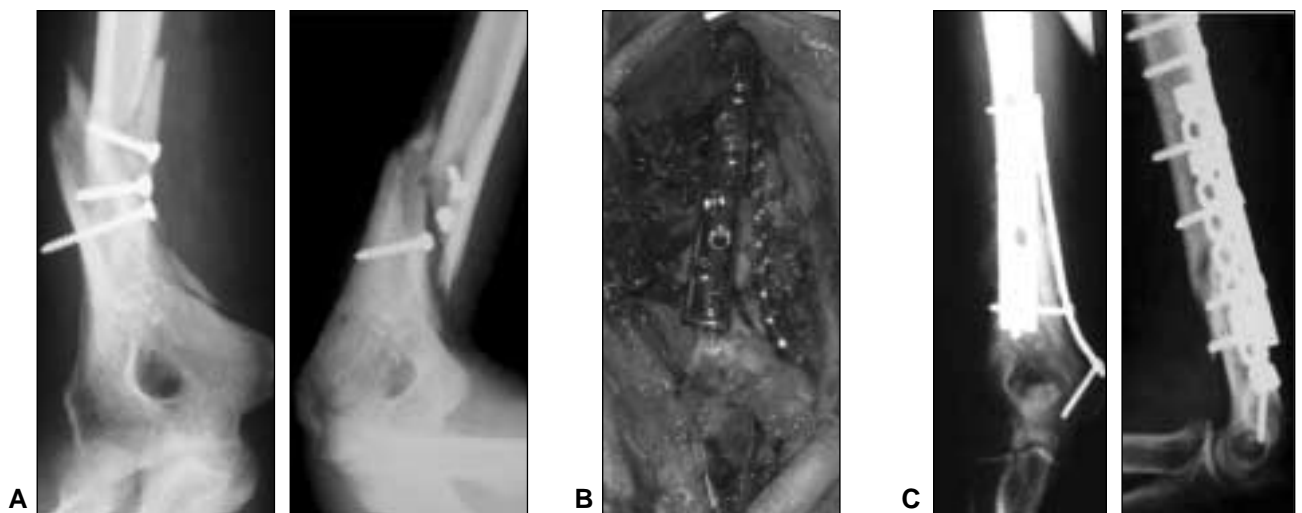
A. Seudoartrosis distal del húmero. Osteosíntesis insuficiente. B. Abordaje posterior. Osteosíntesis con doble placa a 90°. Injerto óseo autólogo. C. Radiografía a los 6 meses posoperatorios, con la seudoartrosis consolidada.
